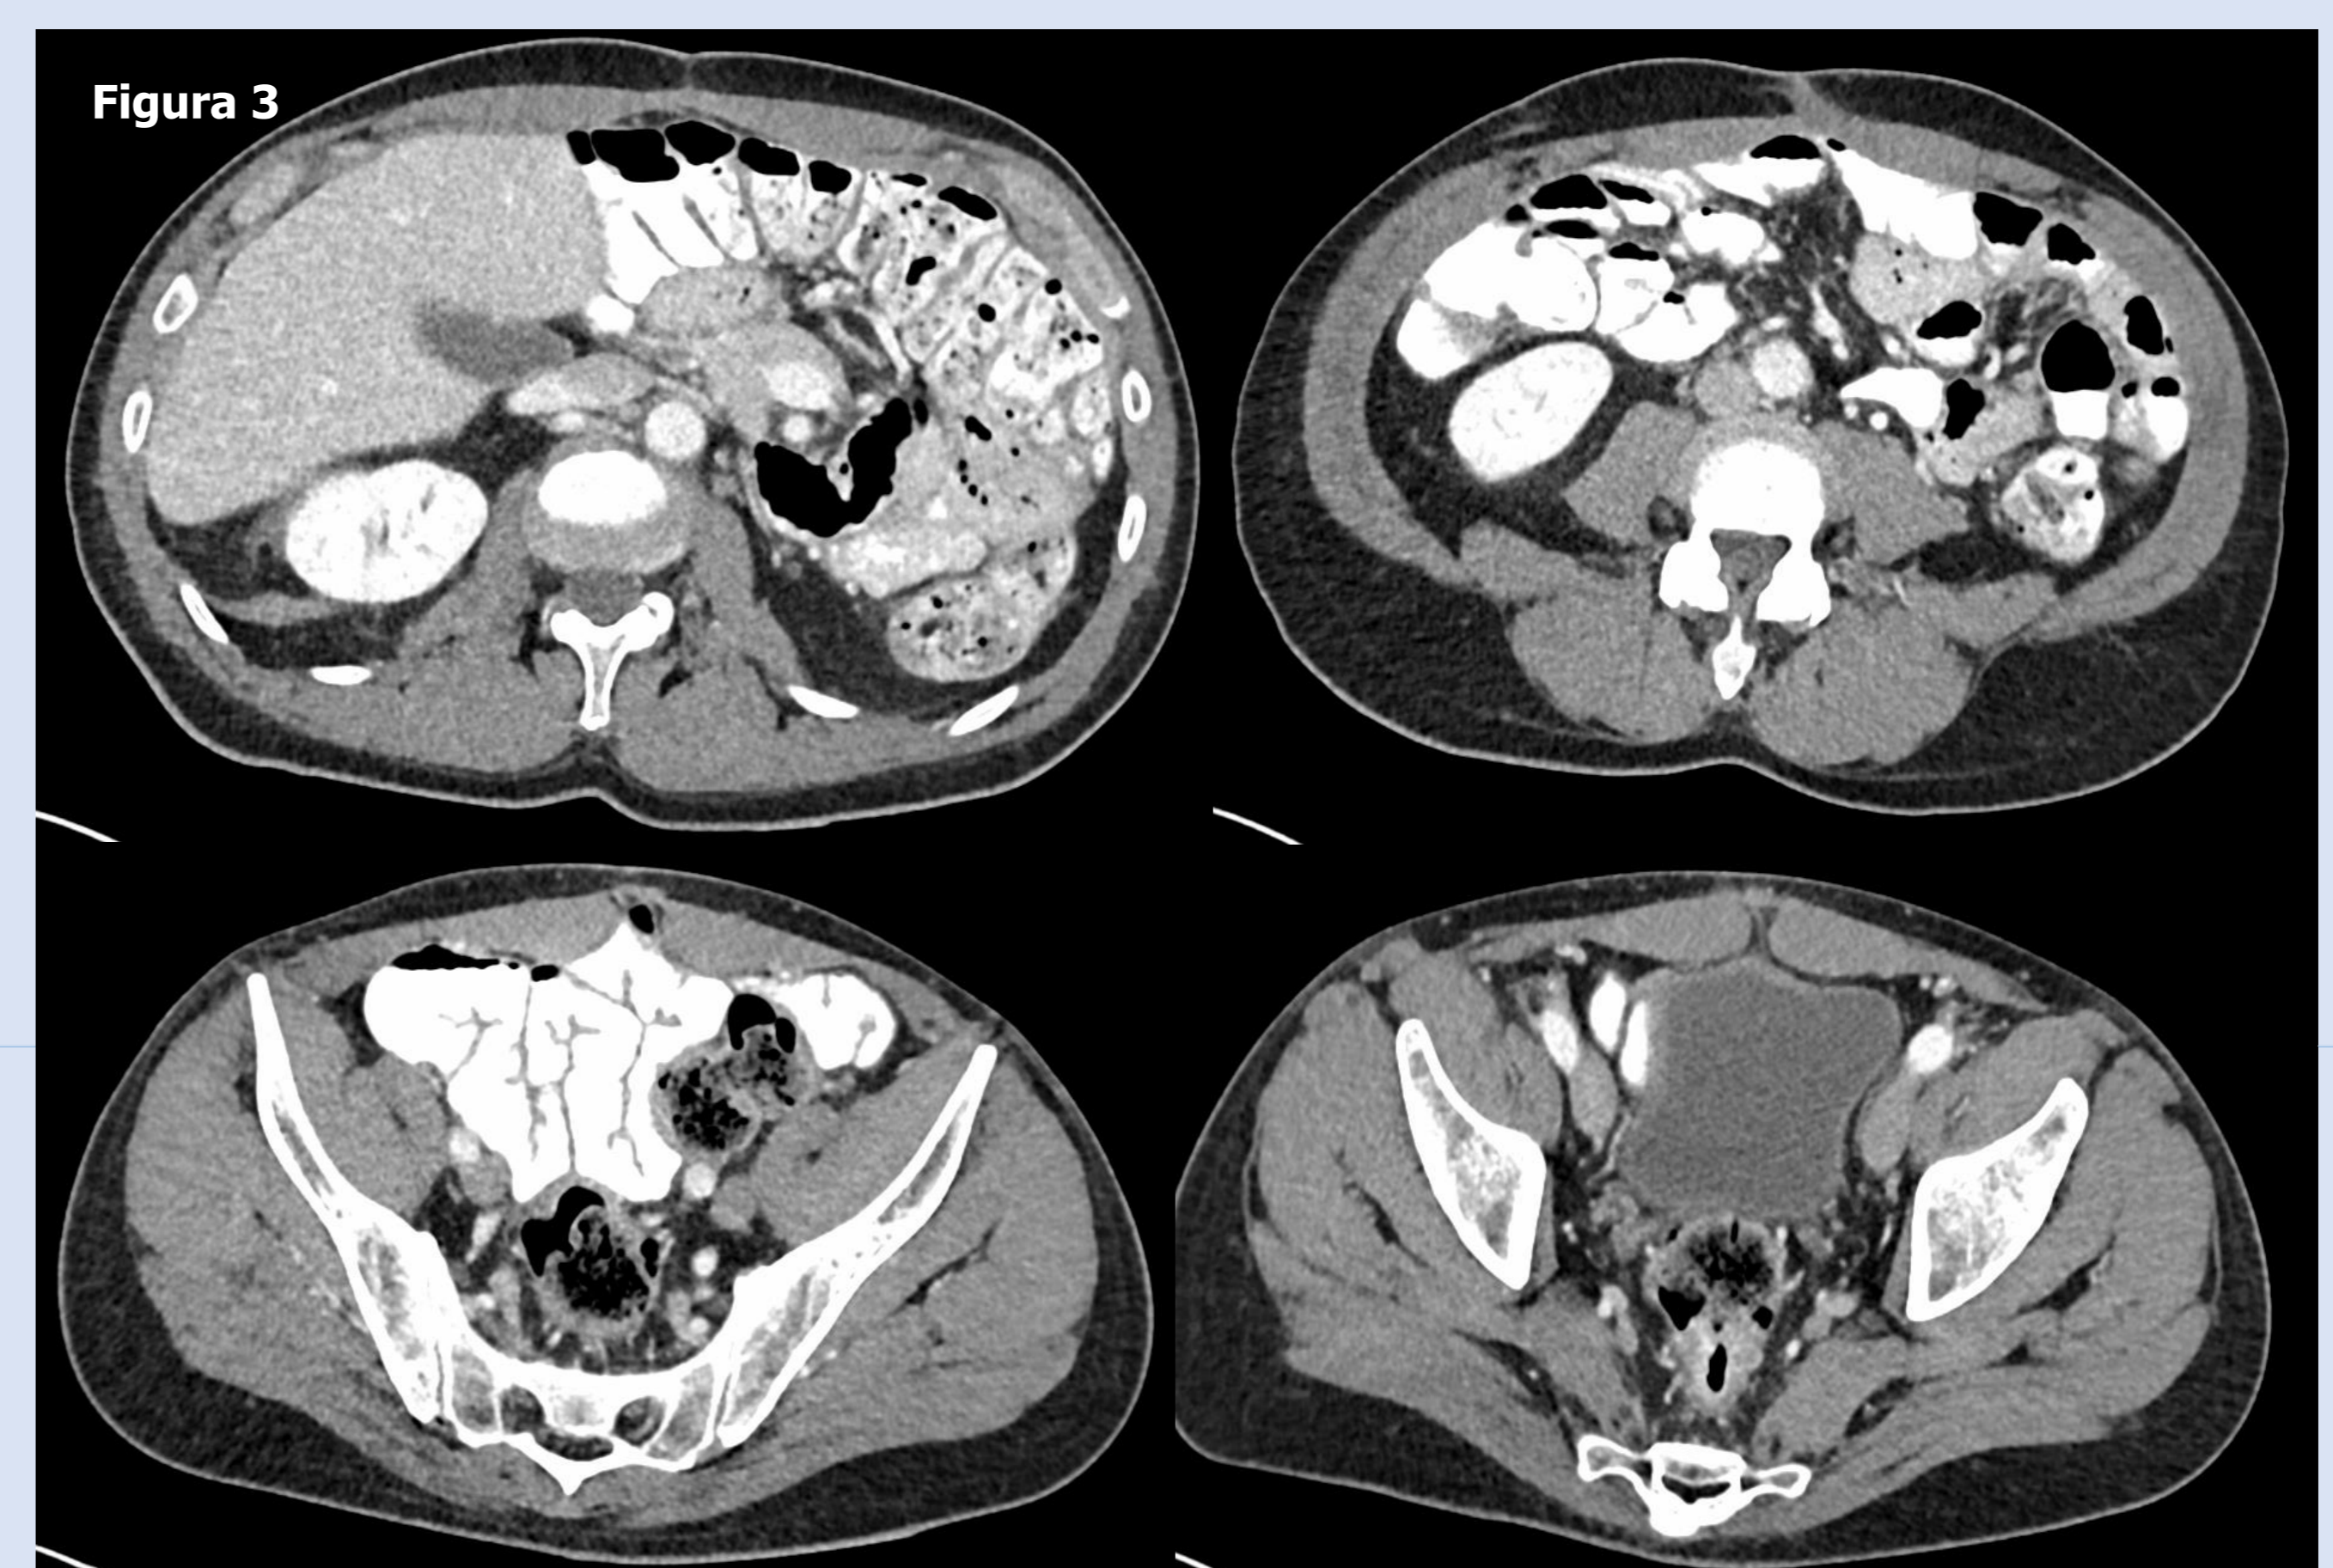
Último TC de reevaluación del paciente (octubre 2022) en la que tan sólo se objetivan cambios postquirúrgicos tras la cirugía citorreductora sin objetivar enfermedad peritoneal macroscópica.
